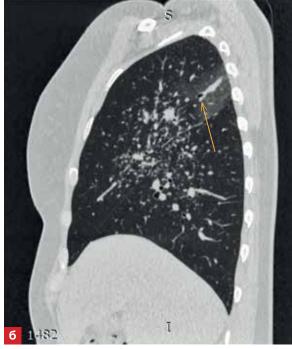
Изменения на КТ ОГК у пациентов после ТБКЛ (a – появление участка затемнения в зоне биопсии, b – участок деструкции легочной ткани в зоне биопсии)
